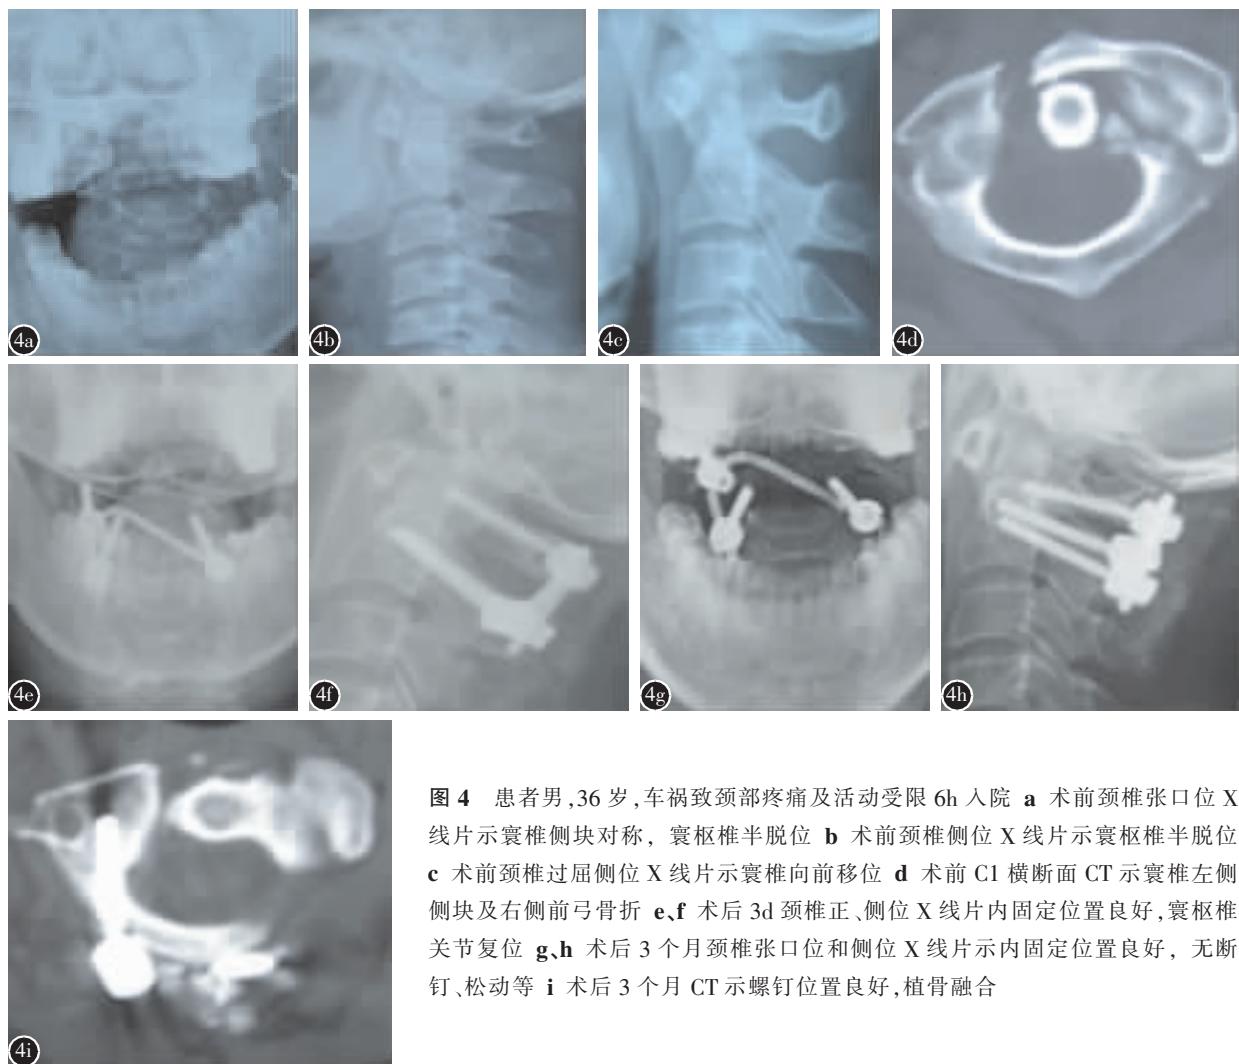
患者男,36岁,车祸致颈部疼痛及活动受限6h入院 a 术前颈椎张口位X线片示寰椎侧块对称,寰枢椎半脱位 b 术前颈椎侧位X线片示寰枢椎半脱位 c 术前颈椎过屈侧位X线片示寰椎向前移位 d 术前C1横断面CT示寰椎左侧侧块及右侧前弓骨折 e、f 术后3d颈椎正、侧位X线片示内固定位置良好,寰枢椎关节复位 g、h 术后3个月颈椎张口位和侧位X线片示内固定位置良好,无断钉、松动等 i 术后3个月CT示螺钉位置良好,植骨融合
